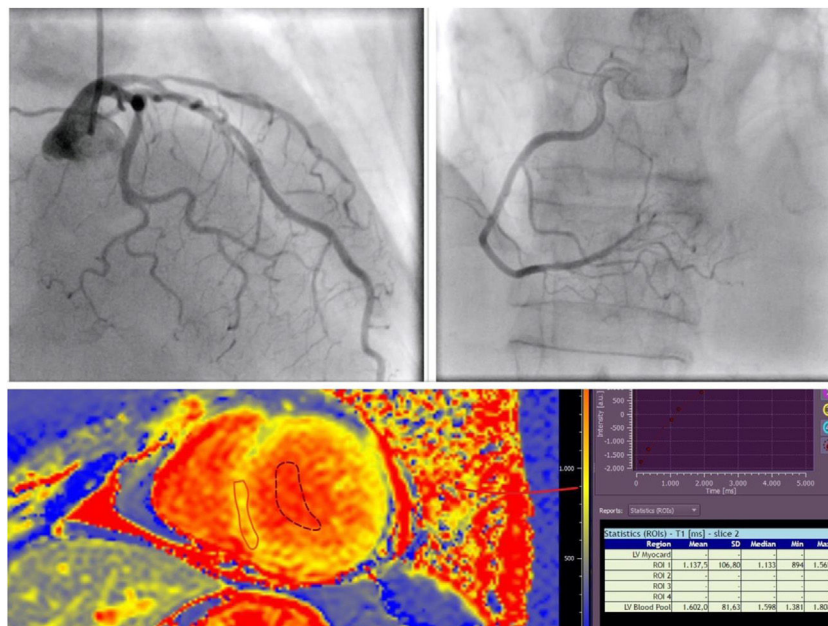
A) Arterias coronarias sin lesiones significativas. B) Resonancia magnética cardiaca con *T1 mapping* elevado (4,67 Z-scores por encima del valor normal).
